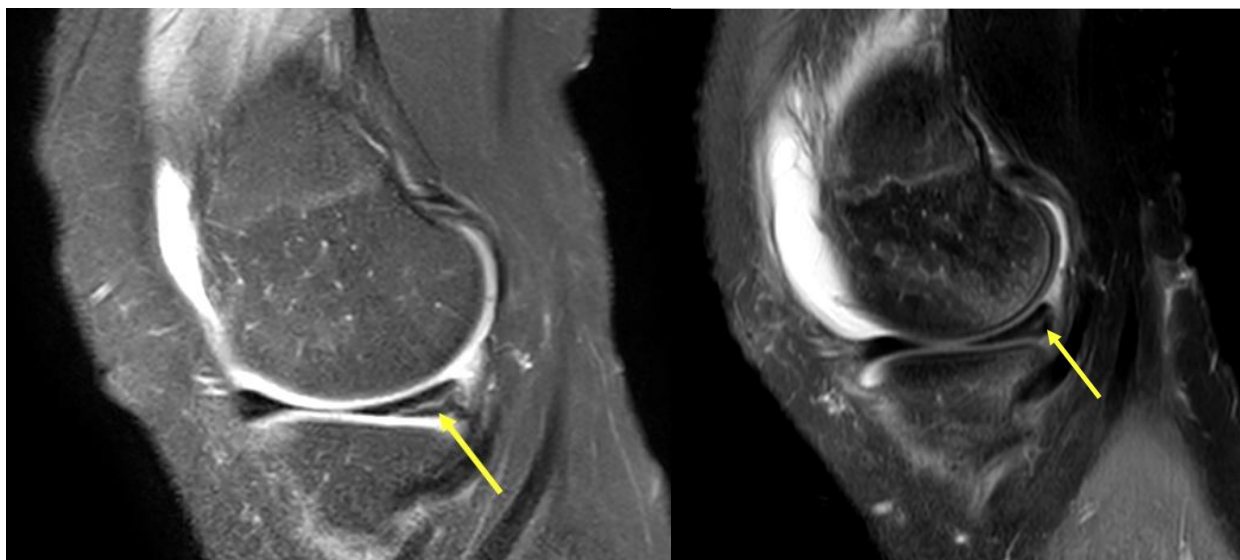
МРТ до операции и через 6 месяцев с момента шва заднего рога медиального мениска.
